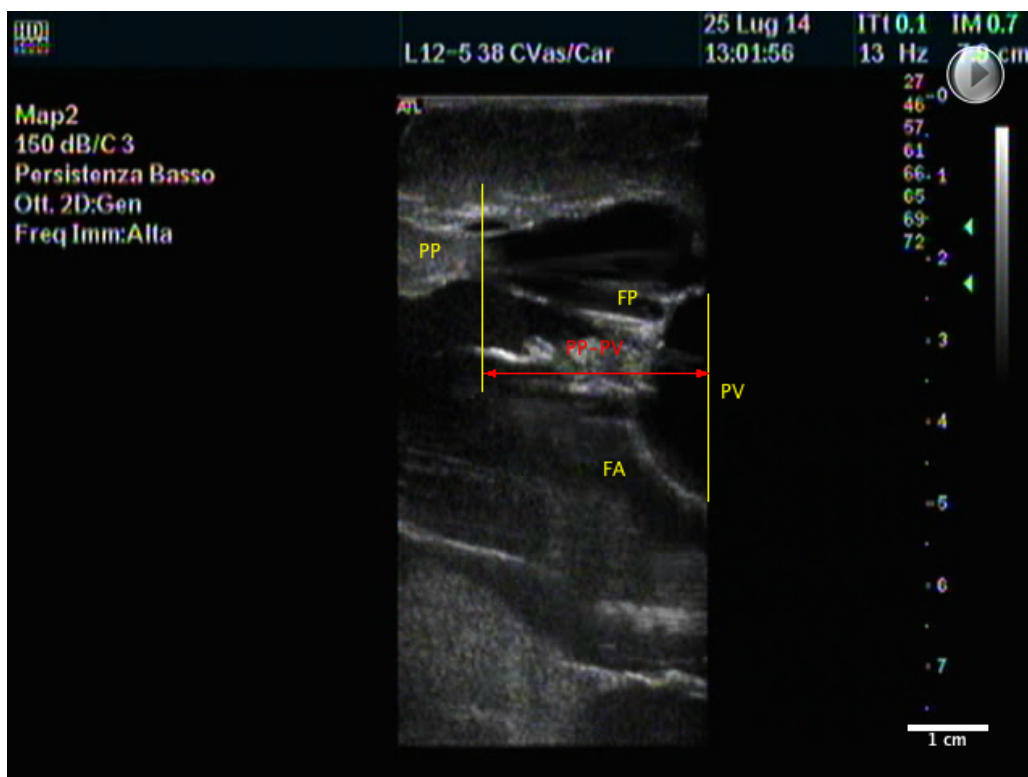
Proiezione ecografica rilevata nel setup FCL con le strutture anatomiche di interesse e distanza PP-PV evidenziate.
